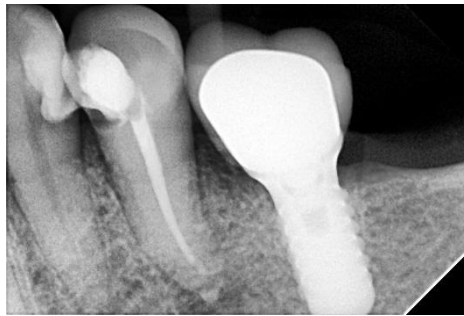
Radiografía postoperatoria inmediata.
